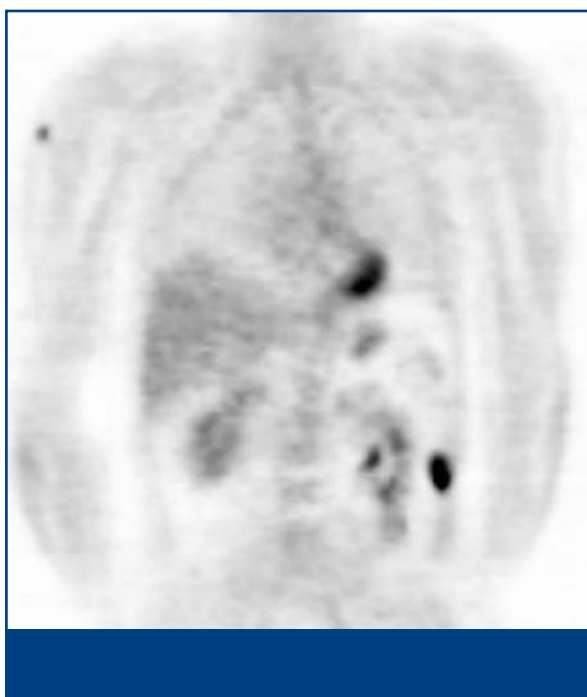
PET-scan van patiënte A met melanoommetastasen in de pancreasregio en in de rechterlies. De ¹⁸F-FDG-opname in de blaas, het hart en de hersenen is normaal.
